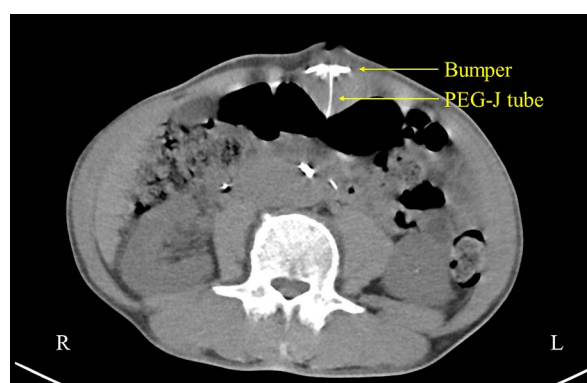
Deviation of the bumper of the PEG tube. A single slice taken from an abdominal computed tomography scan. The bumper of the PEG tube was located outside the stomach.
